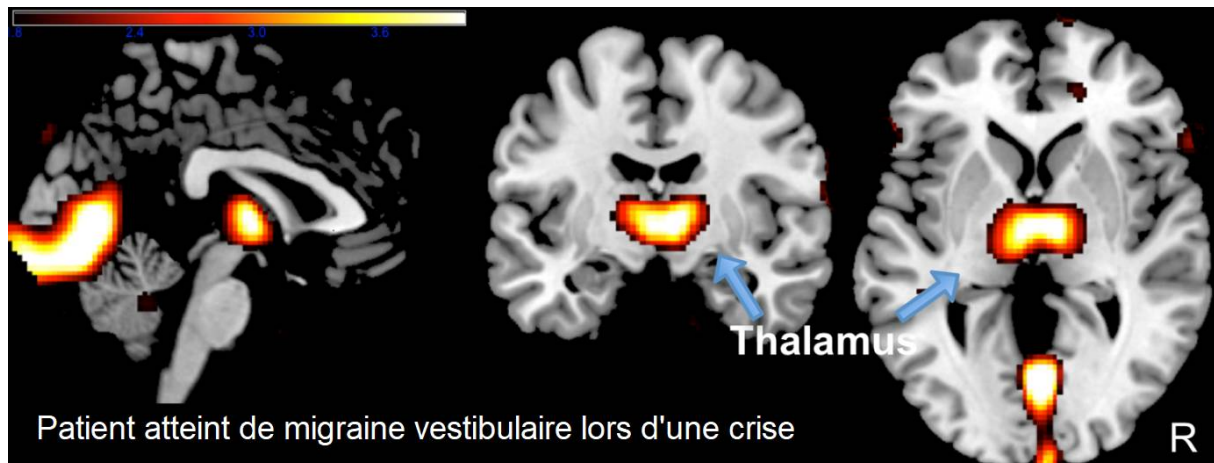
Images de PET scan chez un patient de 35 ans durant un épisode de migraine vestibulaire (77)
